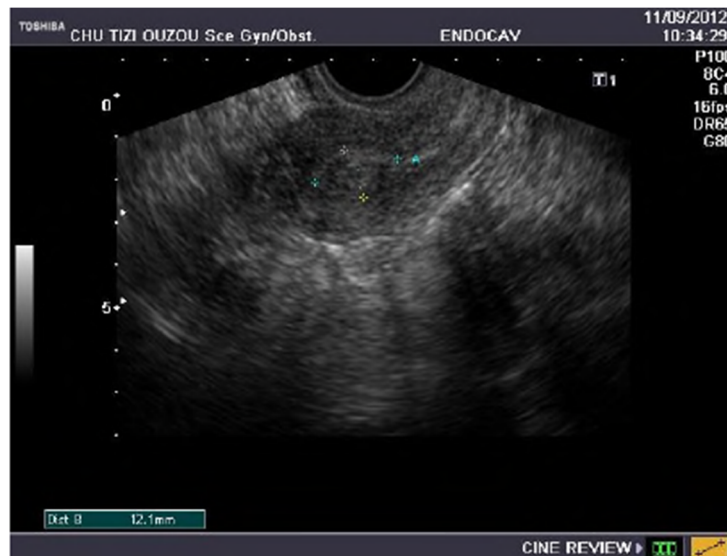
Aspect de polype de l'endomètre à l'échographie
